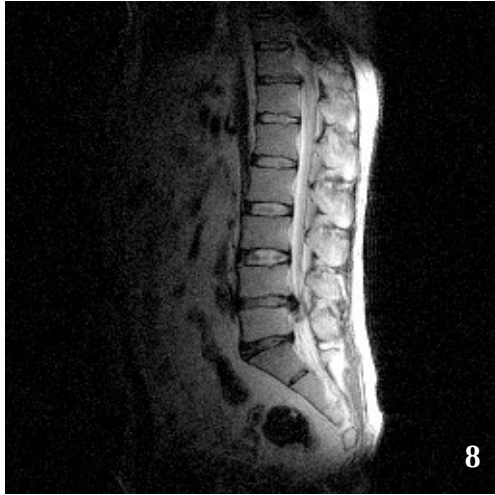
T2-ВИ МР-томограммы пациента Б., 51 года. До лечения (рис. 6, 7) определяется задняя центральная грыжа МПД L4—L5. На рис. 8 — контрольное МРТ-исследование после курса хемонуклеолиза (2 месяца спустя). Отмечается уменьшение размеров грыжи и её дегидратация (на T2-ВИ она имеет низкоинтенсивный МР-сигнал). Клинически отмечается положительная динамика.
